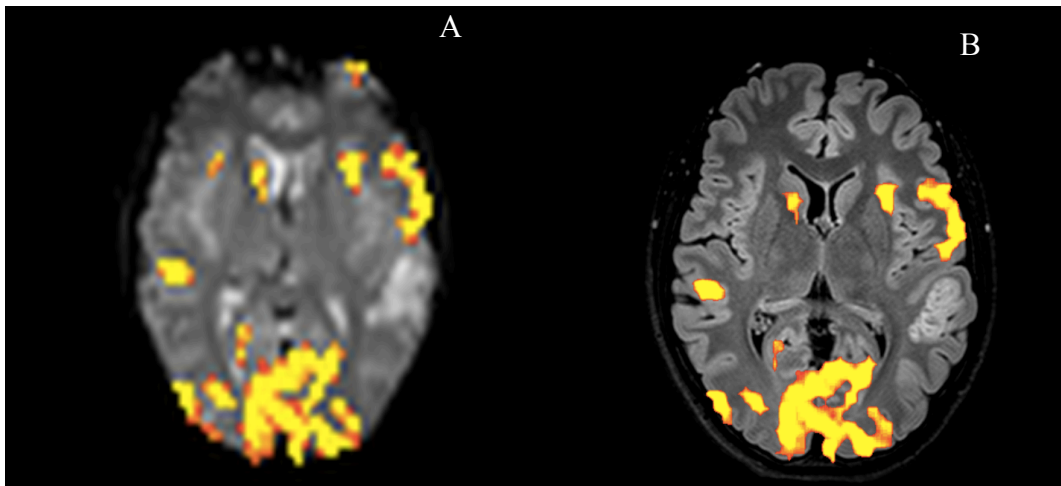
Aquisição axiais T2\* EPI, com provas funcionais para ativação área de Broca. Na Imagem A- Visualiza-se área de ativação (amarelas) na zona de Broca's. Na imagem B- Sobreposição do mapa de funcional com a reformatação Axial em T2 FLAIR.
